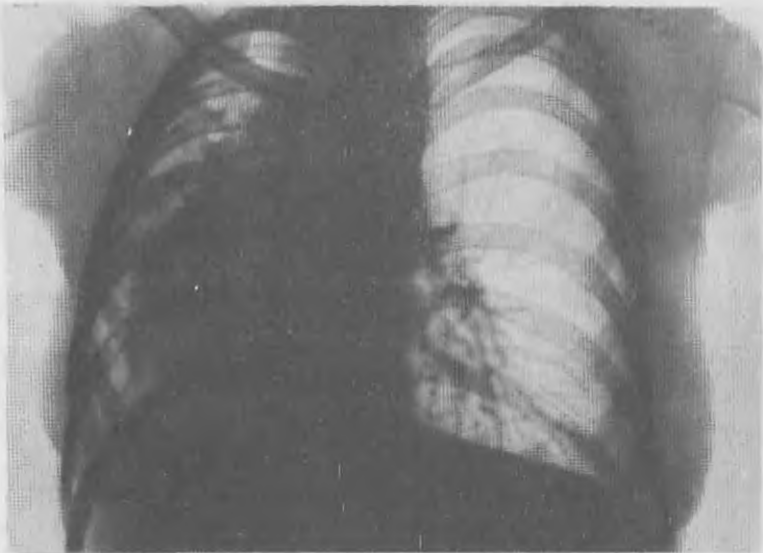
Рентгенограмма грудной клетки при простой гипоплазии правого легкого.
